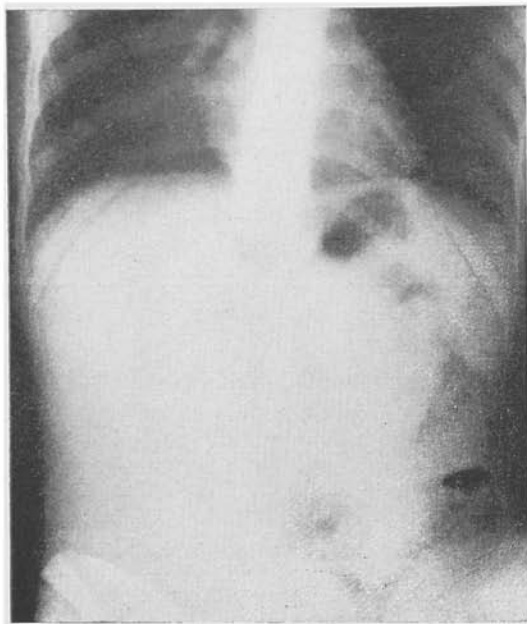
Mesmo caso que o da figura 8.* Radiografia tirada cêrca de 3 horas após, mostrando aumento do recalçamento. O intestino parético começa a se tornar visível.
